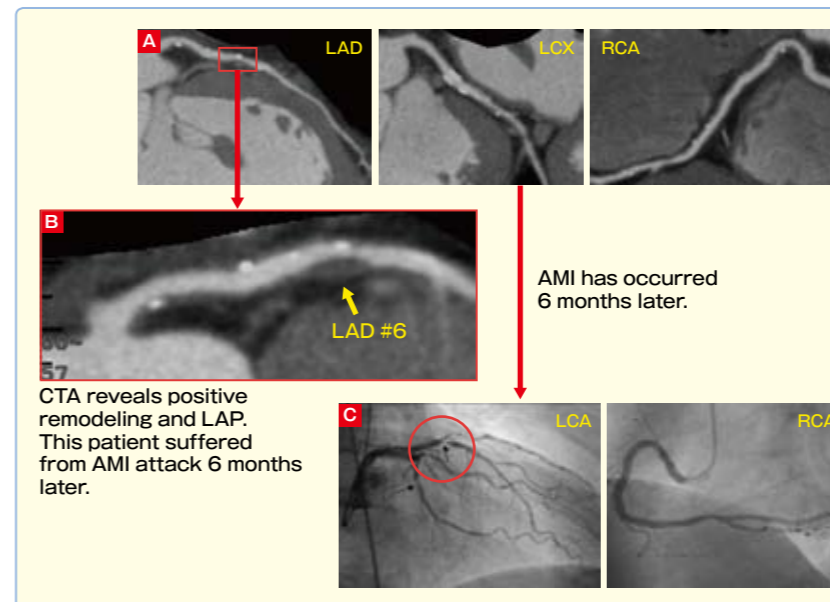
CTA predicted AMI events in 6 months advance. (文献<sup>2)</sup>より)
